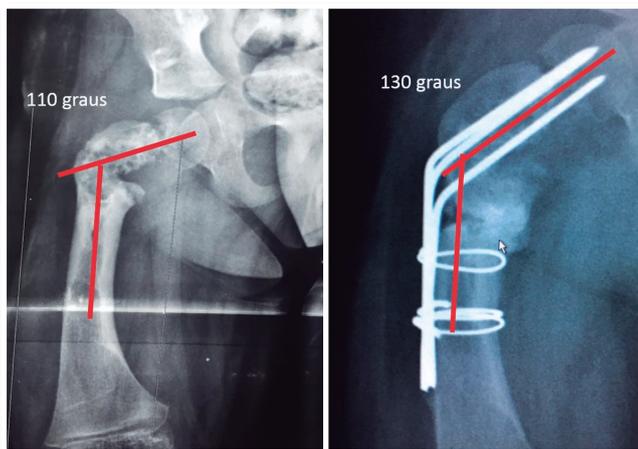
Radiografias e aspecto clínico após reconstrução do quadril e joelho
